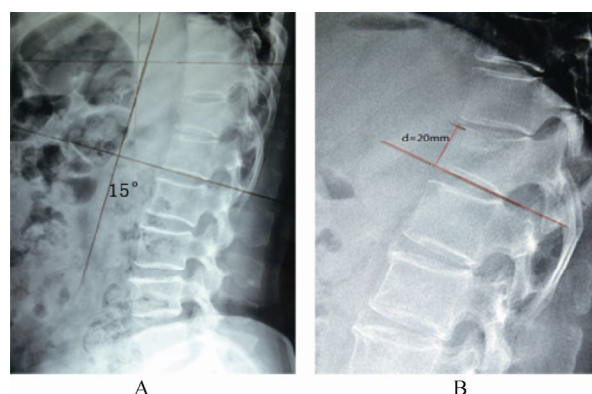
71岁女性患者在脊柱侧位X线检查片上测得的Cobb's角与椎体前缘高度
